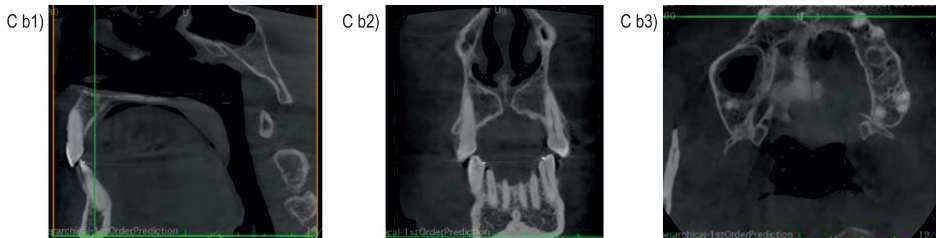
Obraz CBCT układu stomatognatycznego w płaszczyźnie strzałkowej:
